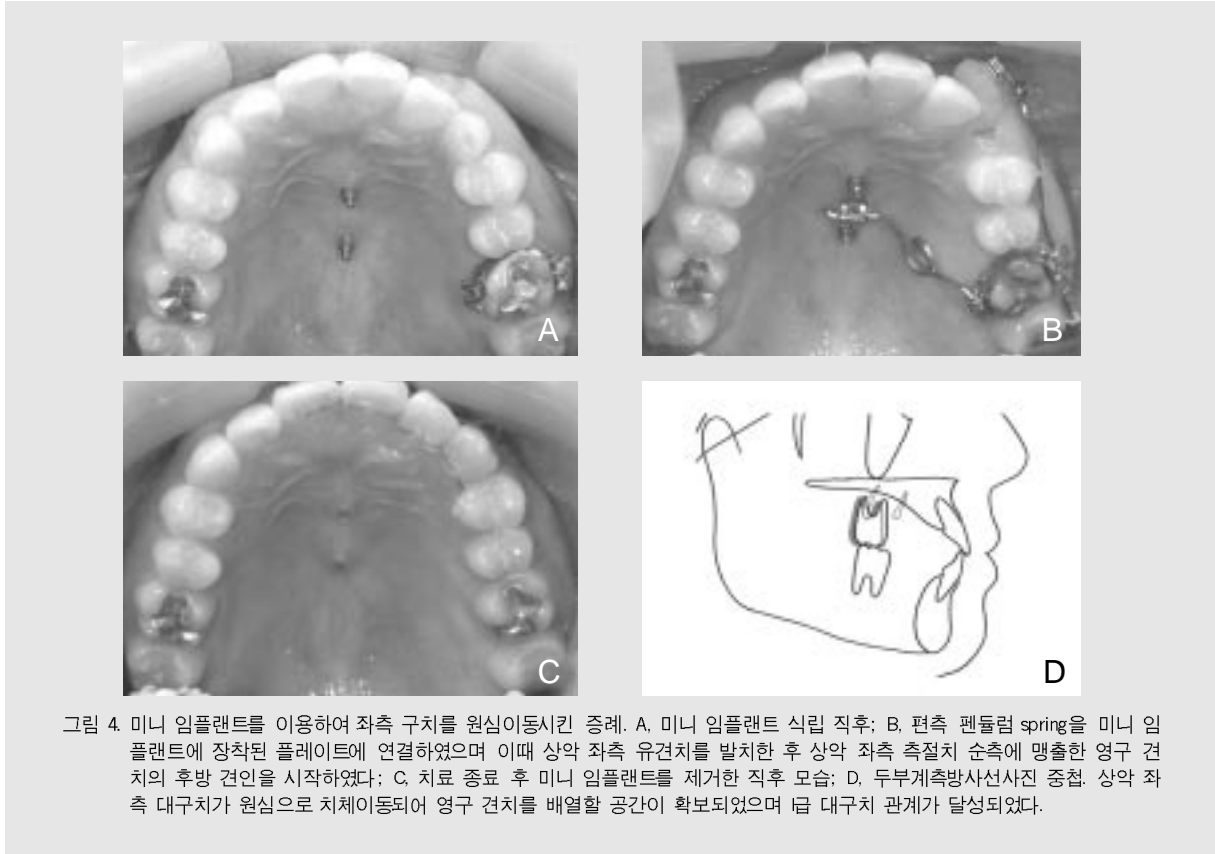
미니 임플란트를 이용하여 좌측 구치를 원심이동시킨 증례. A. 미니 임플란트 식립 직후; B. 편측 펜듈럼 spring을 미니 임플란트에 장착된 플레이트에 연결하였으며 이때 상악 좌측 유견치를 발치한 후 상악 좌측 측절치 순측에 맹출한 영구 견치의 후방 견인을 시작하였다; C. 치료 종료 후 미니 임플란트를 제거한 직후 모습; D. 두부계측방사선사진 중첩. 상악 좌측 대구치가 원심으로 치체이동되어 영구 견치를 배열할 공간이 확보되었으며 급 대구치 관계가 달성되었다.
